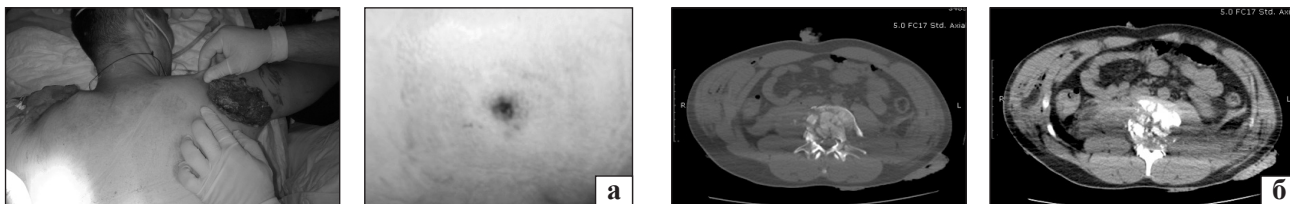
Кульове поранення хребта: а) зовнішній вид; б) томограми
